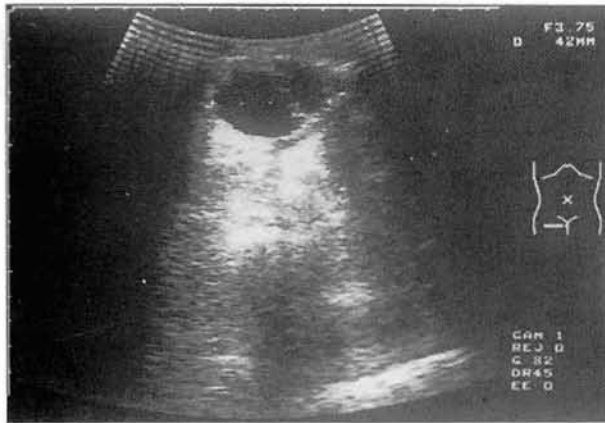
Ecografía preoperatoria de la región femoral derecha. Se aprecia un aneurisma femoral con signos de rotura y colección de líquido alrededor.
